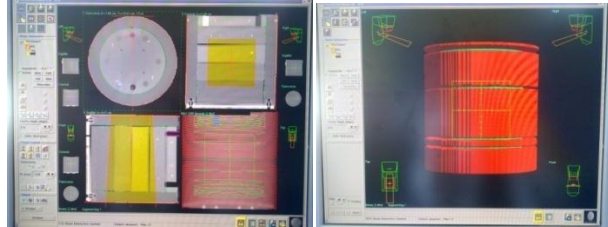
77: 10 cm x 10 cm alanı ışınlanmış fantomun BT kesiti ve BEV. Yumuşak doku kemik ve akciğer inhomojeniteleri merkezi ile alan merkezi arasındaki mesafe her iki görüntüde de gösteriliyor.
